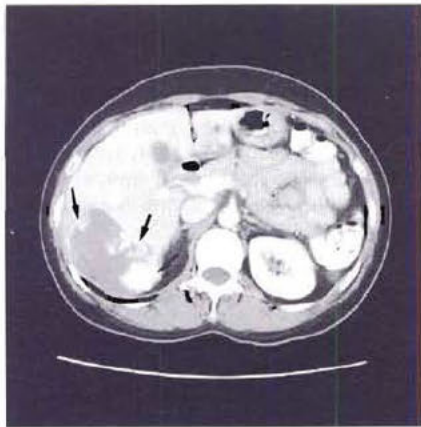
TDM hépatique montrant une prise de contraste en mottes (flèches), à la périphérie d'une lésion hypodense, typique d'un angiome hépatique.
